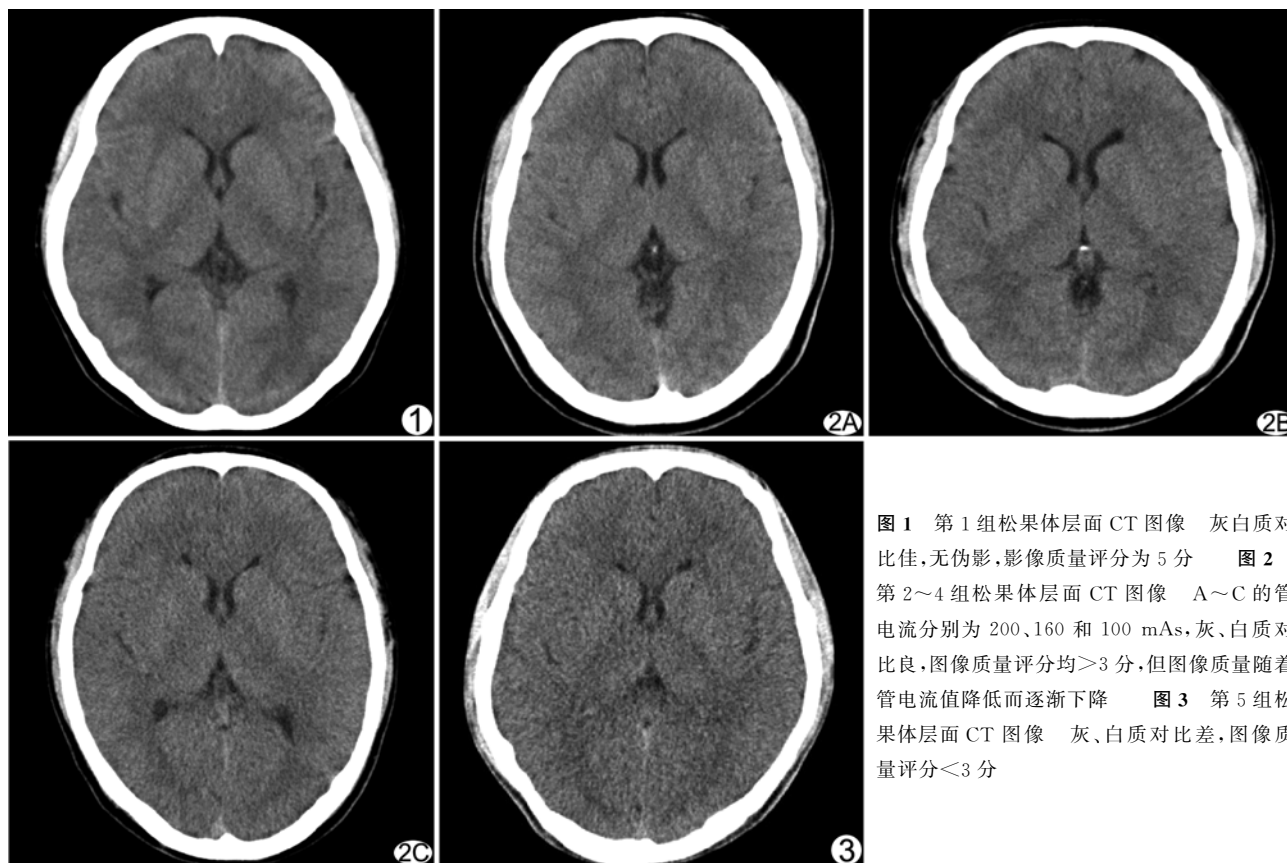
第 1 组松果体层面 CT 图像 灰白质对比佳，无伪影，影像质量评分为 5 分 图 2 第 2~4 组松果体层面 CT 图像 A~C 的管电流分别为 200、160 和 100 mAs，灰、白质对比良，图像质量评分均 $>3$  分，但图像质量随着管电流值降低而逐渐下降 图 3 第 5 组松果体层面 CT 图像 灰、白质对比差，图像质量评分 $<3$  分
